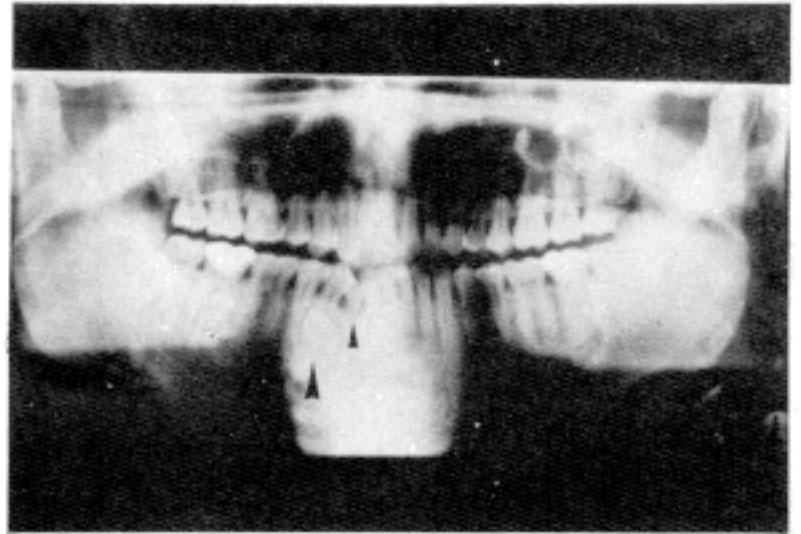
Panoramic radiograph of the patient showing prolonged retention of right lower primary canine (small arrow) and impaction of right lower permanent canine (large arrow).
